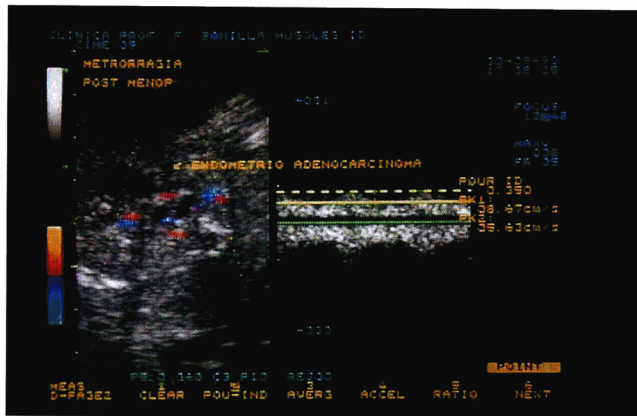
子宫积血和子宫内膜癌的超声图像。在Doppler超声血流标记图上显示,血管内血液流速增加(由于肿瘤的新生血管)。(Courtesy of Dr. F Bonilla-Musoles.)
